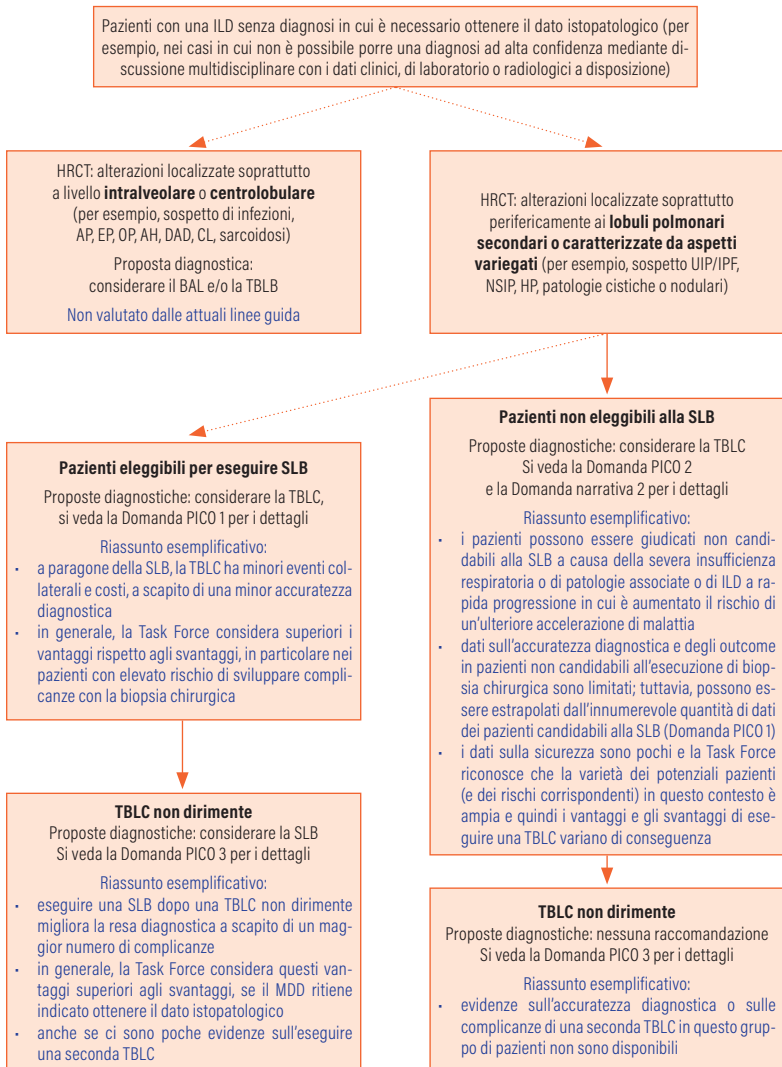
Algoritmo diagnostico proposto per pazienti affetti da malattia polmonare interstiziale non diagnosticata. AH = emorragia alveolare; AP = proteinosi alveolare; BAL = lavaggio bronco-alveolare; CL = linfangite carcinomatosa; DAD = danno alveolare diffuso; EP = polmonite eosinofila; HP = polmonite da ipersensibilità; HRCT = TC del torace ad alta risoluzione; IPF = fibrosi polmonare idiopatica; MDD: discussione multidisciplinare; NSIP = polmonite interstiziale aspecifica; OP = polmonite organizzata; SLB = biopsia polmonare chirurgica; TBLB = biopsia transbronchiale polmonare; TBLC = criobiopsia transbronchiale polmonare; UIP = Usual Interstitial Pneumonia.
